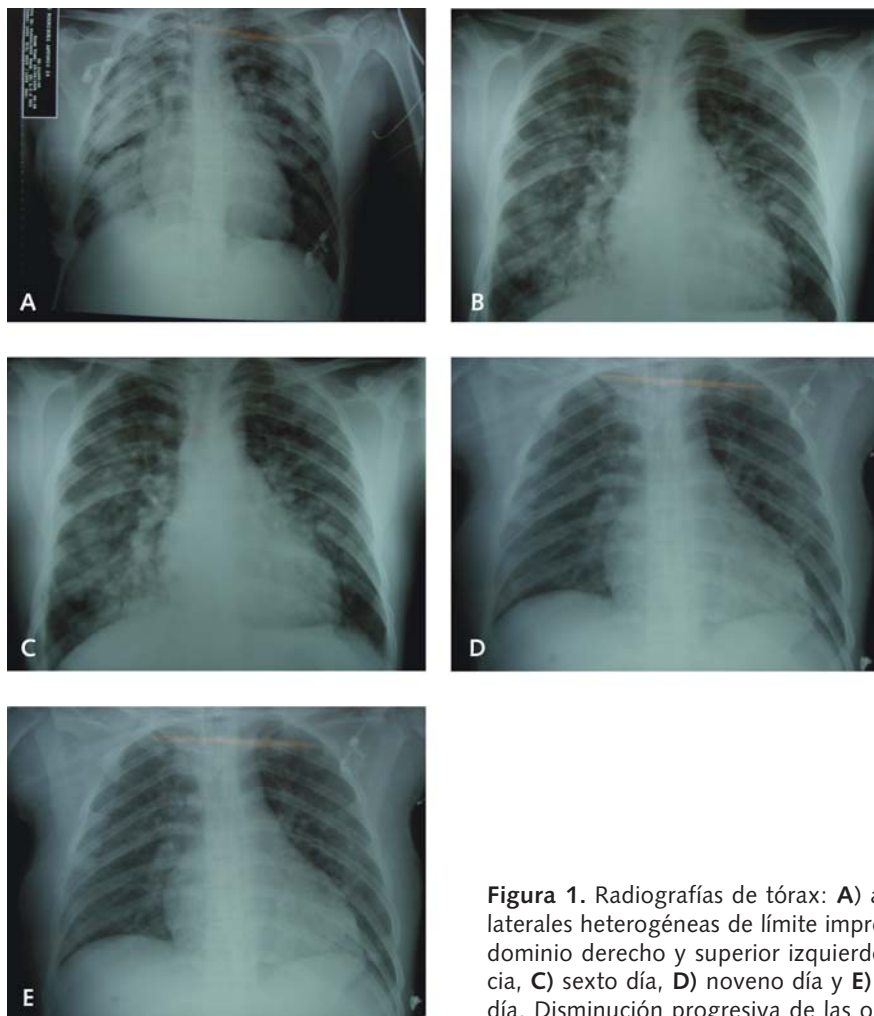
Radiografías de tórax: A) al ingreso, opacidades bilaterales heterogéneas de límite impreciso, confluentes de predominio derecho y superior izquierdo, B) tercer día de estancia, C) sexto día, D) noveno día y E) previo a su egreso, el 21 día. Disminución progresiva de las opacidades.
